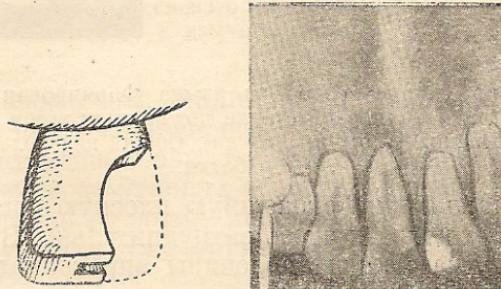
а) Иссечение площадки на широком режущем крае. б) После пломбирования (рентгеновский снимок).
